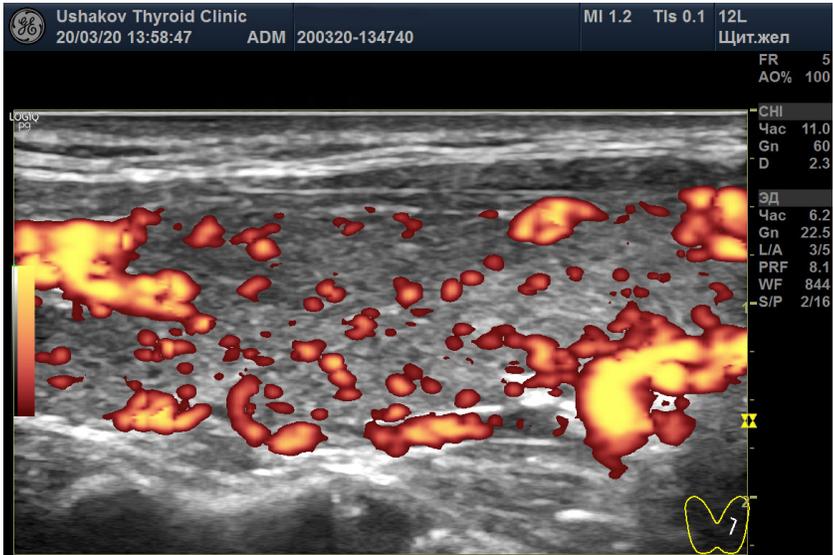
(начало). Левая и правая доли ЩЖ пациентки 31 года (поперечные и продольные проекции в режиме ЭДК; ПССК в режиме ЦДК), УЗИ 20.03.2020. Объем ЩЖ 9,1 мл (рост 170 см, масса 50 кг). Данные анализа крови от 18.03.2020: ТТГ 33,6 мЕд/л [0,4-4,0], Т4св. 6,7 пмоль/л [9,0-19,0], ТЗсв. 4,1 пмоль/л [3,0-5,6], АТ-ТПО >1000 Ед/мл [<5,6], АТ-ТГ 368,8 Ед/мл [<18]. ПССК в системе ВЩА слева и справа 54 см/с. Концентрация йода в моче 200 мкг/л. Медикаменты не принимает продолжительный период.
